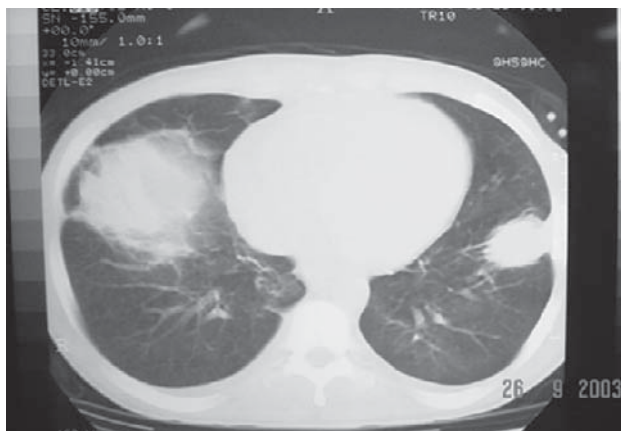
Tomografía computada de tórax con nódulos de 1 y 3 cm, encontrados en los lóbulos medios de ambos pulmones con infiltrados alveolares difusos en el contexto de hemorragia pulmonar.
